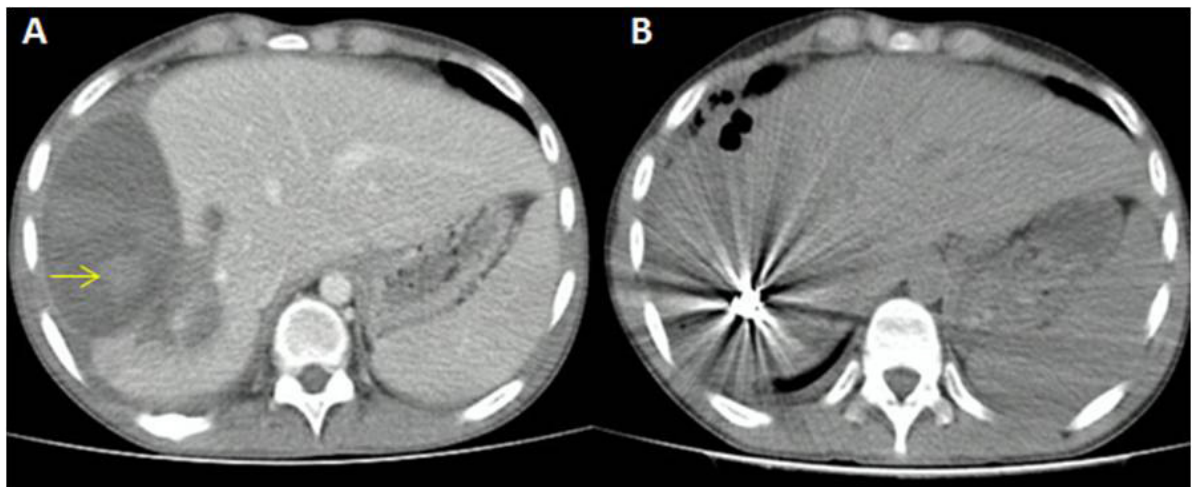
Tomografía computarizada abdominal. A. Preembolización hepática venosa. B. Seguimiento posembolización.
